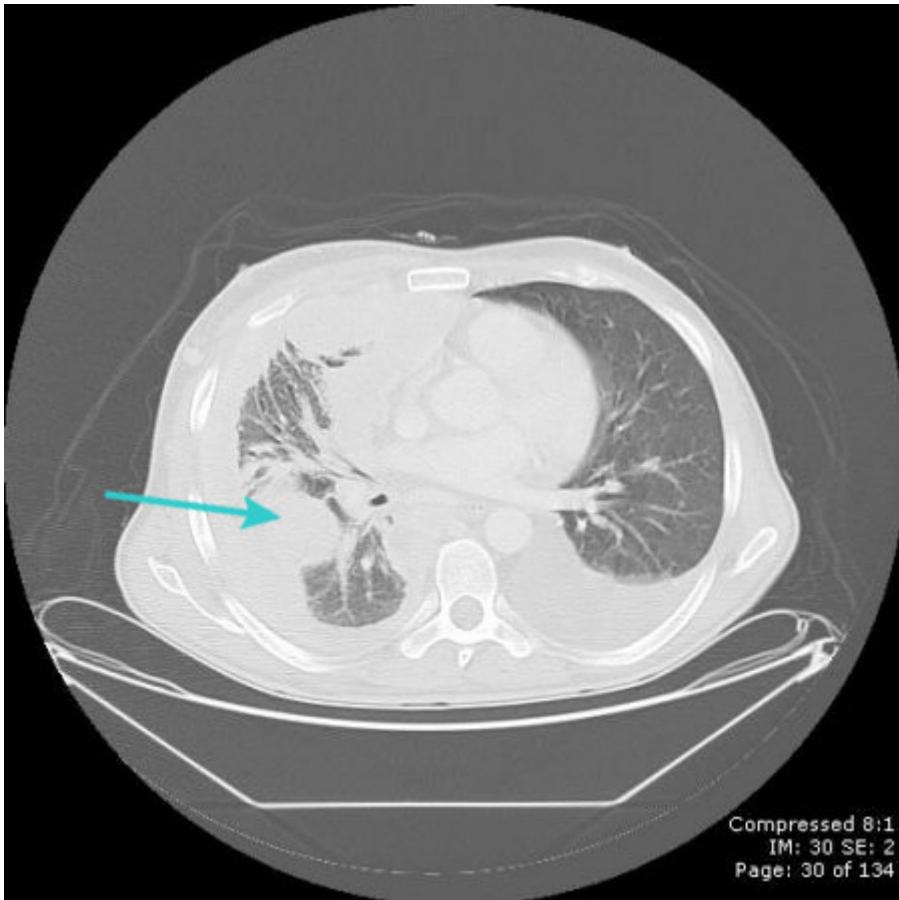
Tomografia computadorizada (TC) mostrando neoplasia metastática da pleura
